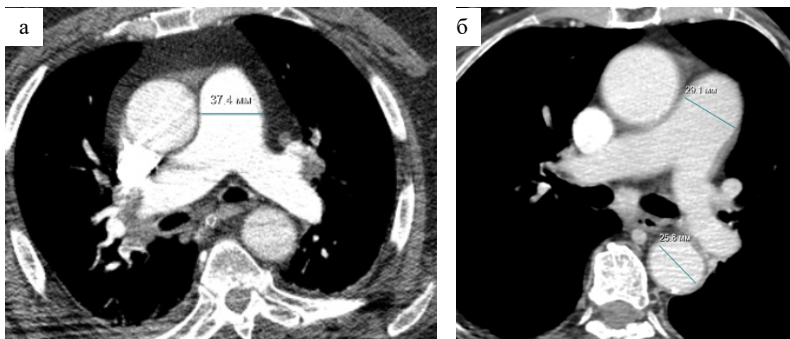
КТ-ангиопульмонография, аксиальные срезы. а — легочный ствол расширен до 37 мм — признаки легочной гипертензии тяжелой степени. б — размер легочного ствола — 29,1 мм, размер аорты — 25,6 мм, P/A ratio = 1,1 — признаки легочной гипертензии
